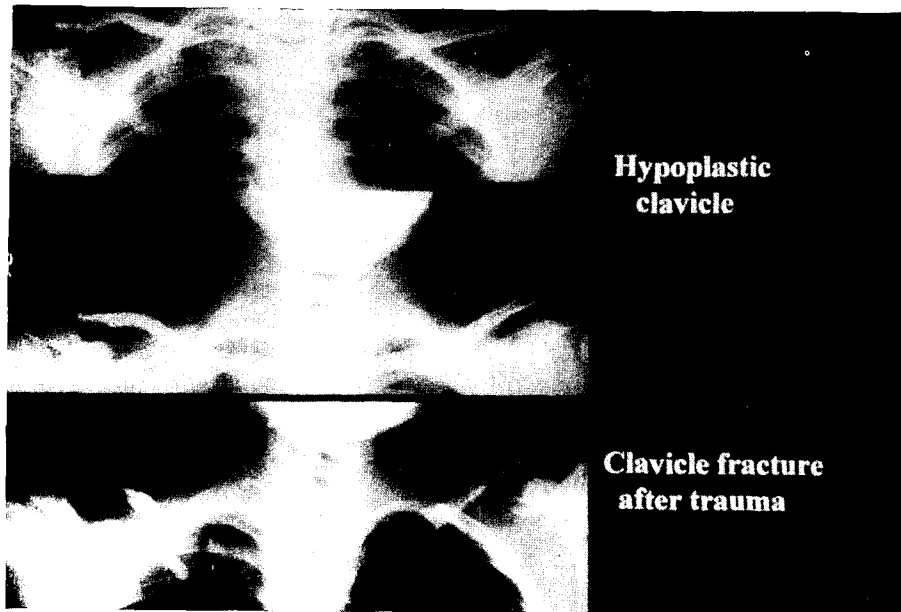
Plane radiograph revealed hypoplasia with sclerotic change of the right clavicle and dislocation of the acromioclavicular joint. After contusion with a ball, fracture with significant displacement of the proximal 1/3 portion of the clavicle was shown. Mild tapered appearance of the distal portion of the right second rib was also shown.
